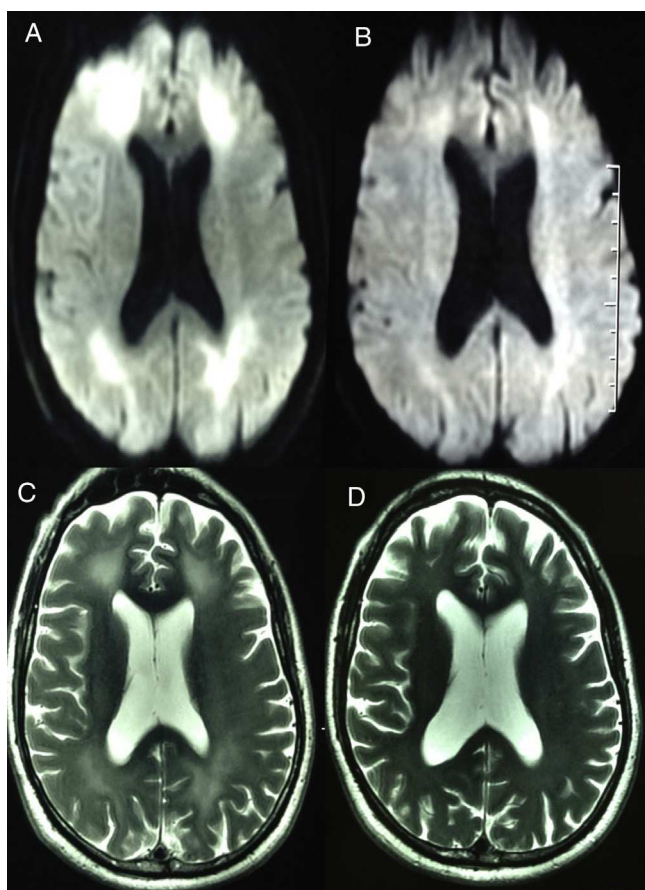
RM. Aumento de señal en sustancia blanca periventricular. A. Difusión a los 2 meses de evolución. B. Difusión a los 4 meses de evolución y a los 2 meses de tratamiento. C. T2 a los 2 meses de evolución. D. T2 a los 10 meses de evolución.
